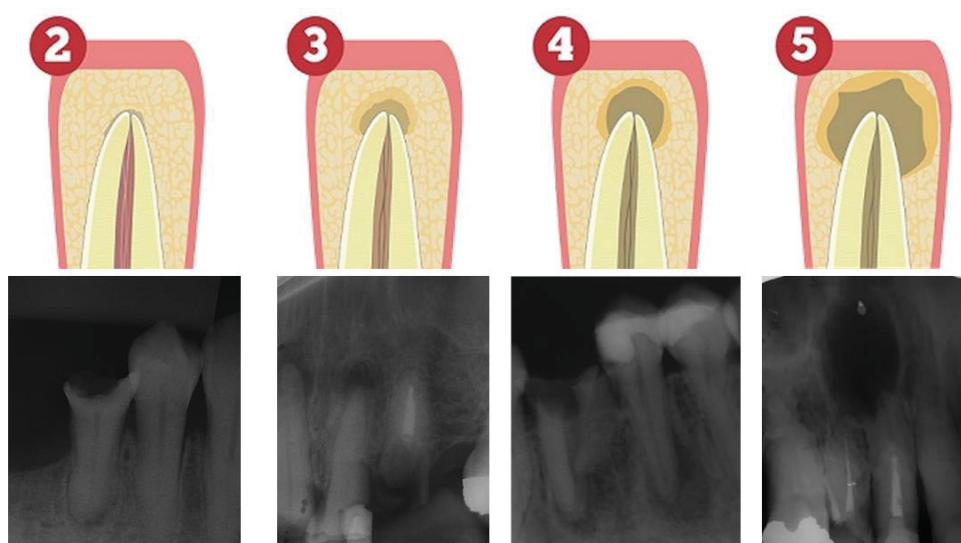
Representação esquemática do índice periapical indicado por Ostavik (18) (de Jurado Patron et al. 2018) e, logo abaixo, radiografias periapicais com presença de lesões exemplificando cada categoria.
